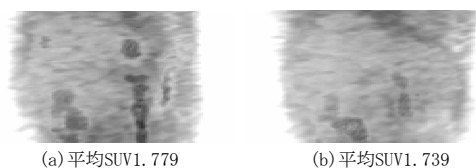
肝の正常部平均SUVに近い読影環境の再利用
